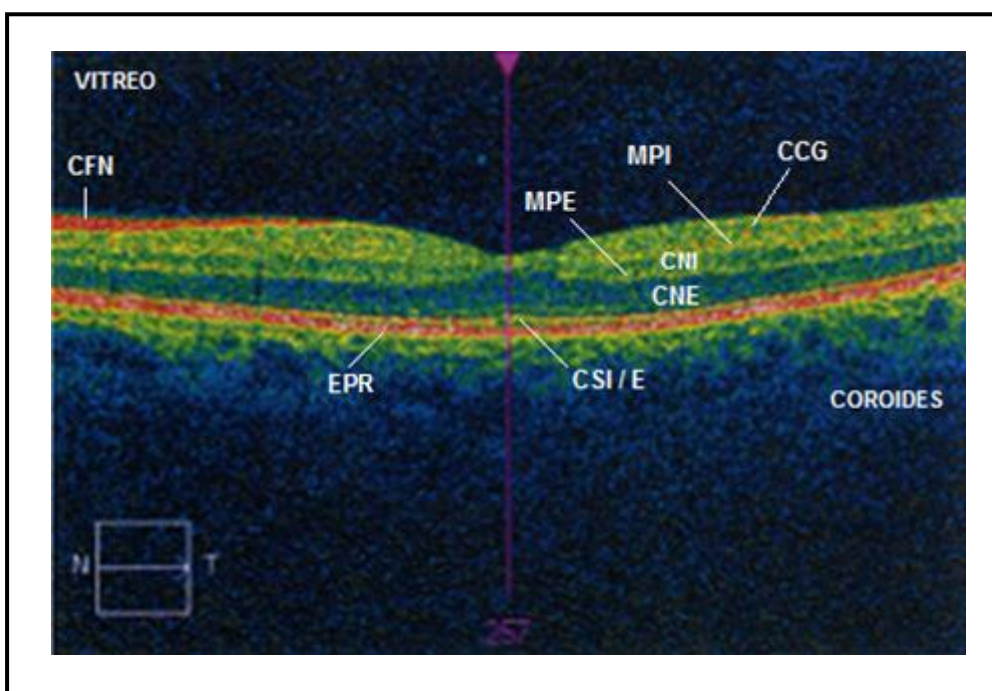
Imagen de la sección transversal de la retina humana, en concreto del área de la mácula, adquirida mediante tomografía de coherencia óptica (OCT) donde se ilustra las capas de la retina.
